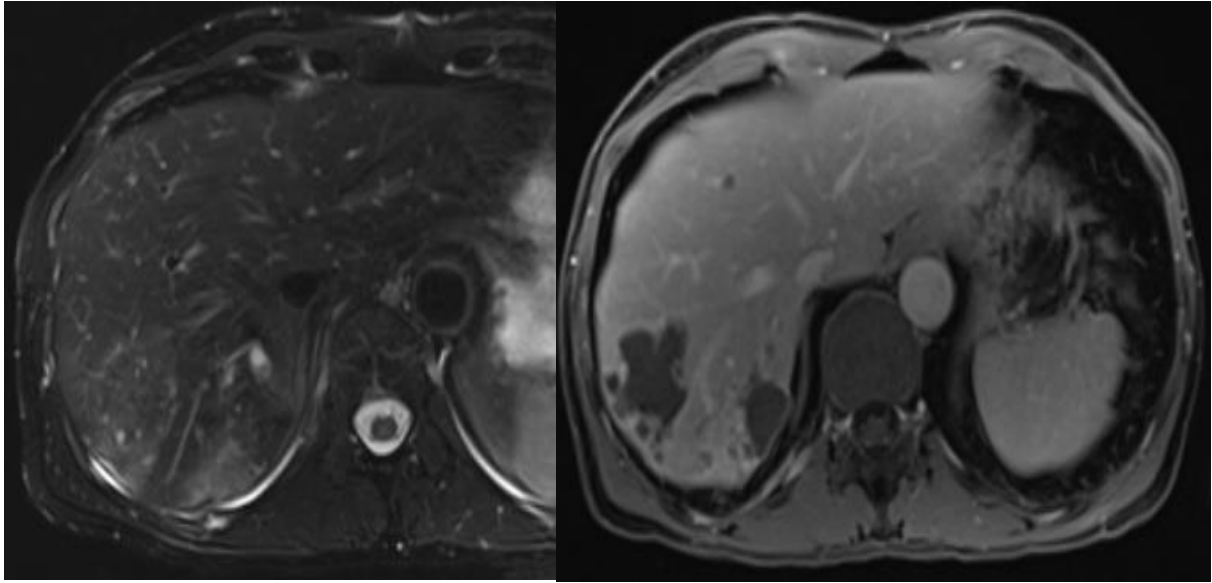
Images d'IRM hépatique en coupe axiale ; avant et après l'injection du gadolinium montrant un kyste de l'échinocose alvéolaire [51].
